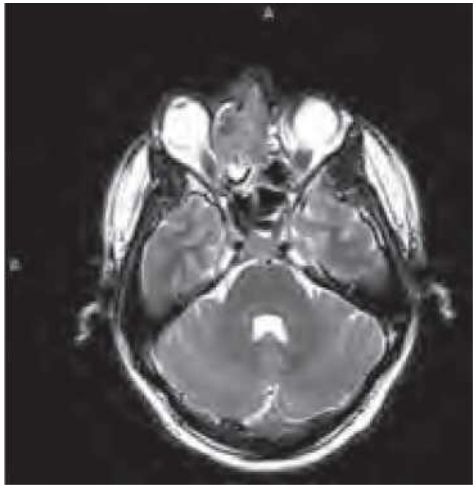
Scanare RMN axială ponderată T2 care arată o masă în sinusul etmoidal drept.
